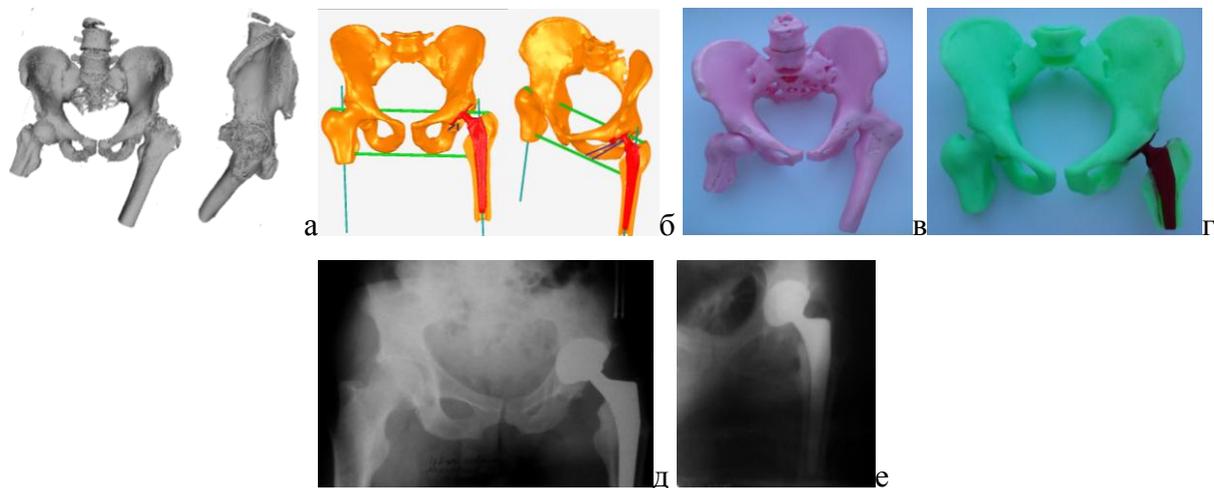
♂, 45 лет. а – компьютерное объемное моделирование тазобедренных суставов; б – предоперационное планирование артропластики на основе объемного моделирования; в – объемная модель тазобедренных суставов; г – объемная модель с эндопротезом тазобедренного сустава; д, е – рентгенограммы после оперативного лечения по технологии артропластики.
